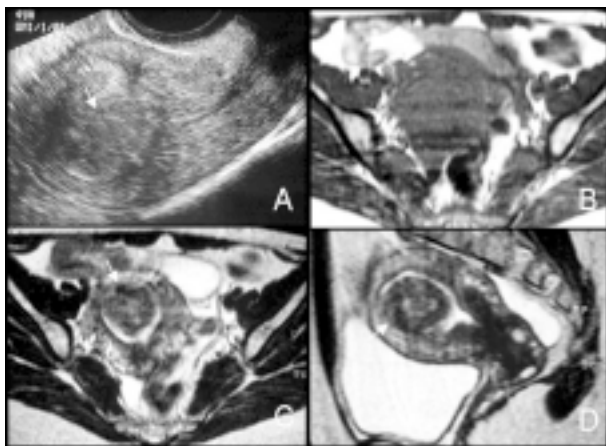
Leiomioma uterino submucoso em mulher com menometrorragias. A ecografia transvaginal (A) individualiza formação nodular bem circunscrita (seta), com ecogeneidade semelhante ao miométrio, preenchendo a cavidade endometrial. Corte axial em T1 (B) cujo hipossinal da lesão é homogêneo, semelhante ao miométrio, não permitindo a sua distinção. Corte axial (C) e sagital (D) em T2 demonstram distensão da cavidade endometrial por nódulo hipointenso (seta) rodeado por endométrio numa circunferência superior a 180° e com inserção na parede anterior do corpo.
